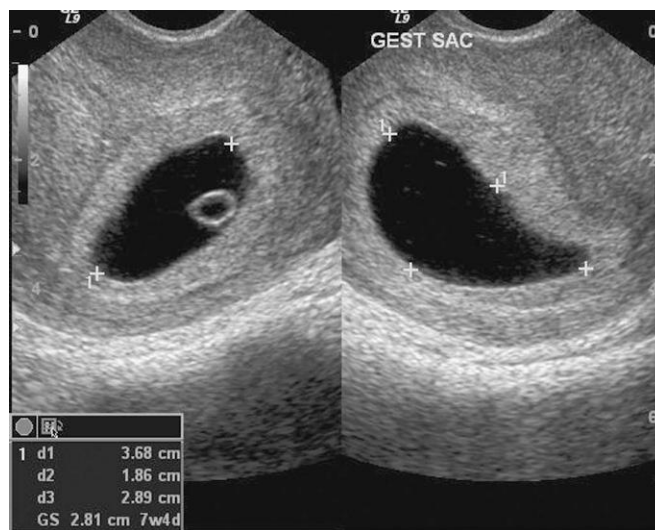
Imagen de una ecografía endovaginal (proyecciones sagital y axial) con visualización de un saco coriónico (gestacional) temprano (5 semanas) (+). El diámetro medio del saco coriónico se calcula a partir de tres mediciones ortogonales (d1, d2, d3), dividiendo el resultado por 3. También se puede observar la vesícula umbilical secundaria. (Por cortesía del doctor en medicina E.A. Lyons, profesor de Radiología, Obstetricia y Ginecología, y Anatomía, Health Sciences Centre, University of Manitoba, Winnipeg, Manitoba, Canadá.)
